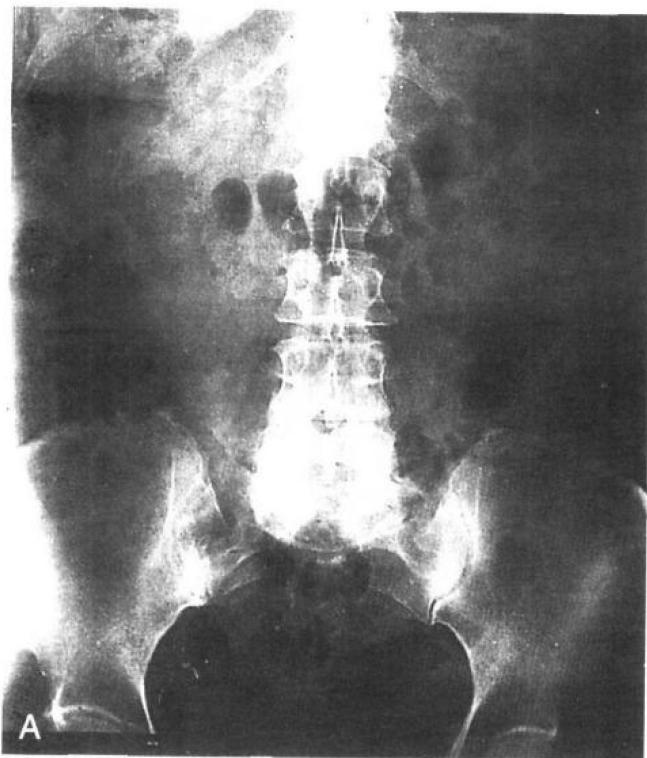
A. 腹部平片：看上去是正常的，它的中心过高。下缘未至耻骨联合。B. 盆腔的遮光器投照显示了一颗伴癌。此患者在右卵巢有一良性畸胎瘤。
